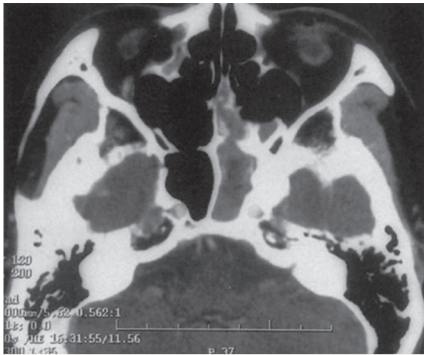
CT scan of case 2. (axial view, pre-surgery)
